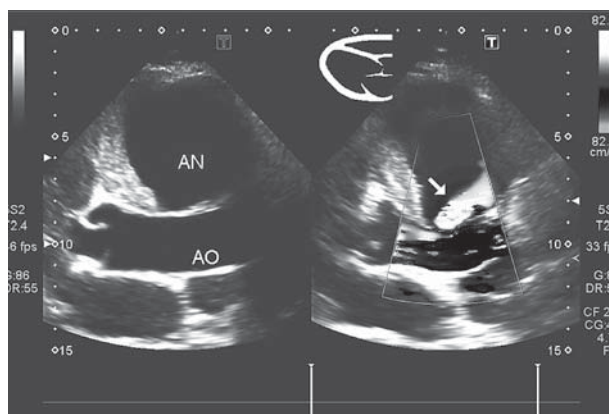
Эхокардиограмма больной с псевдоаневризмой восходящей аорты (продольная парастеральная позиция). Слева над восходящей аортой (АО) лоцируется полость аневризмы (AN) с пристеночными тромбами. Справа стрелкой указан поток крови из аорты в аневризму в систолу
